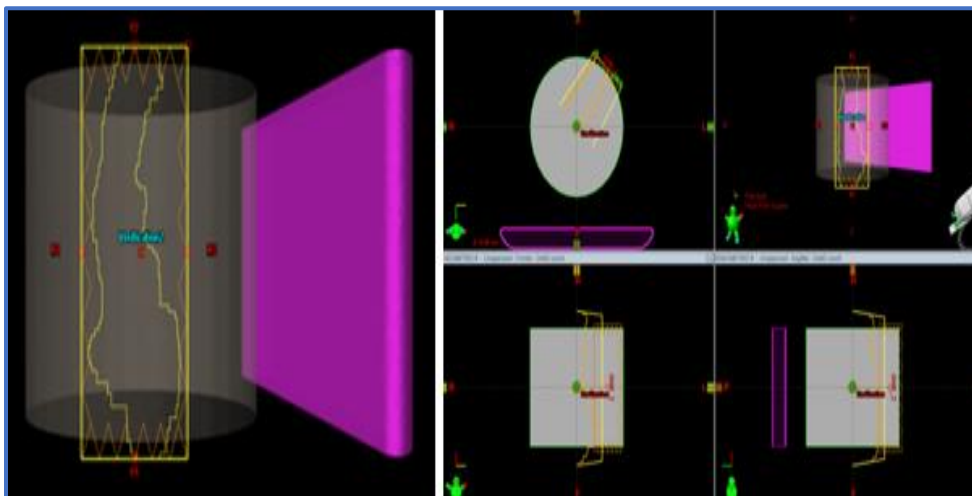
Plan de verificación creado en la CT del maniquí Octavius donde se visualiza que las dimensiones del PTV en el campo exceden las medidas de 27x27 cm² del maniquí.
